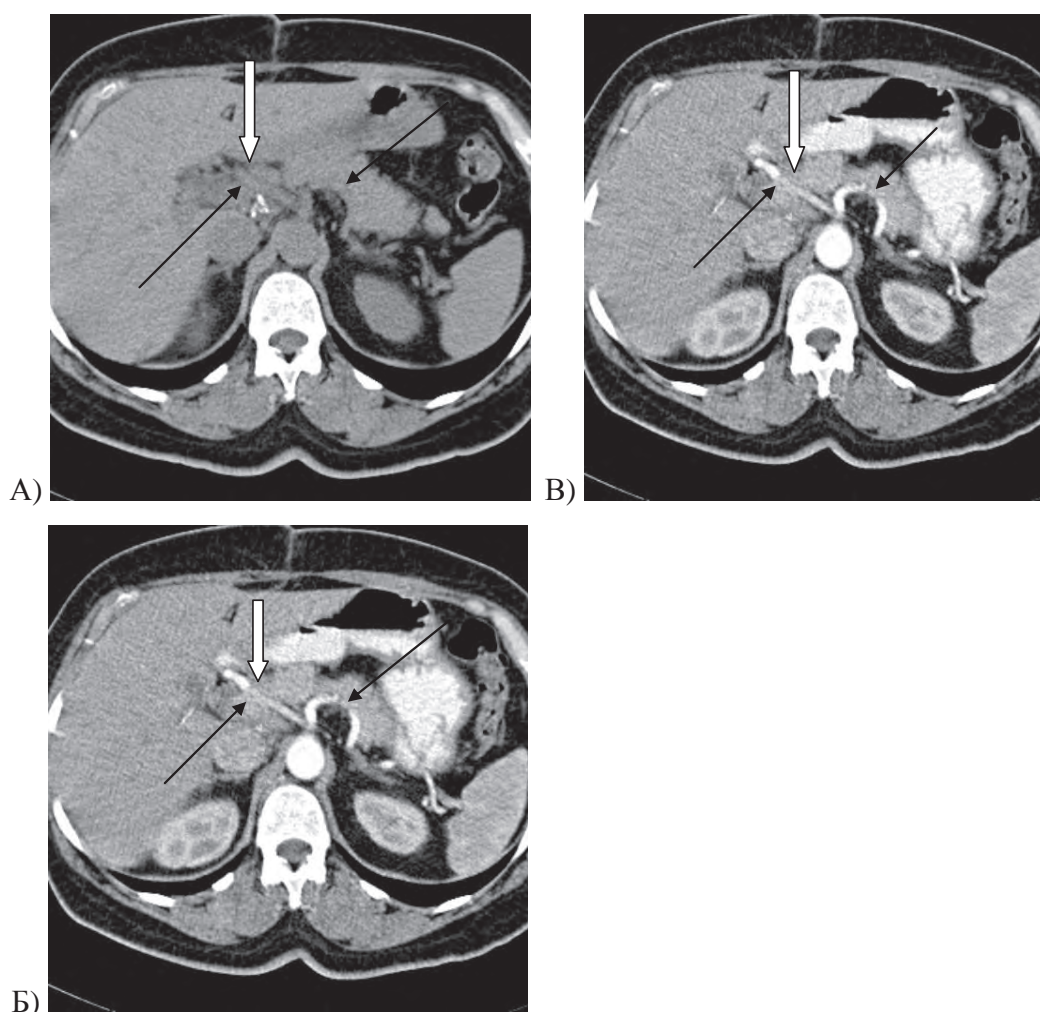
Больной К, 58 лет, диагноз: аденокарцинома головки ПЖЖ. СКТ с в/венным контрастным усилением, нативная (А), артериальная (Б), венозная (В), отдаленная (Г) фазы. Опухоль головки ПЖЖ, опухолевая инвазия в стенку вены сомнительна (стрелка).
